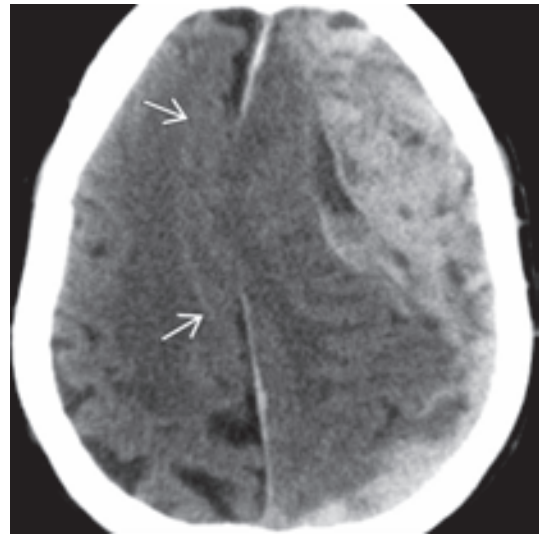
80-jähriger Patient unter antikoagulativer Therapie nach Sturz aus Bodenhöhe. Die Nativ-CT zeigt eine sich rapide entwickelnde akute subdurale Blutung und die subfalzine Herniation des Gyrus cinguli (Pfeile) unter die Falx, die durch die raumfordernde Wirkung bogig verlagert wird.
